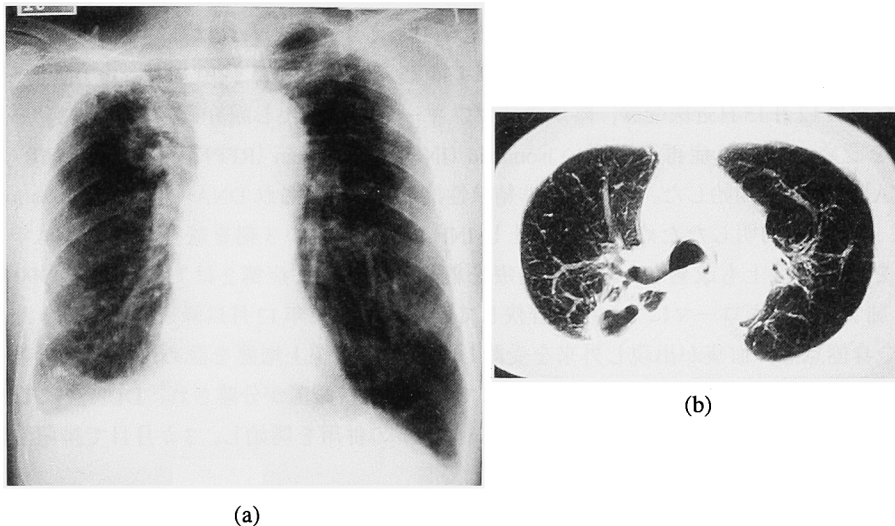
Chest radiograph (a) and CT images (b) on admission showing a mass lesion with a cavity in right upper lobe.
